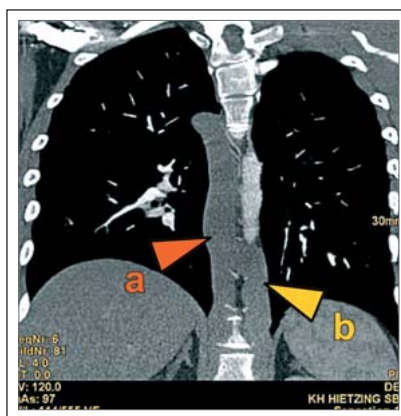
Computertomographie: (a) Vena azygos und (b) Vena hemiazygos mit der typischen „h“-Konfiguration, beide deutlich dilatiert.
